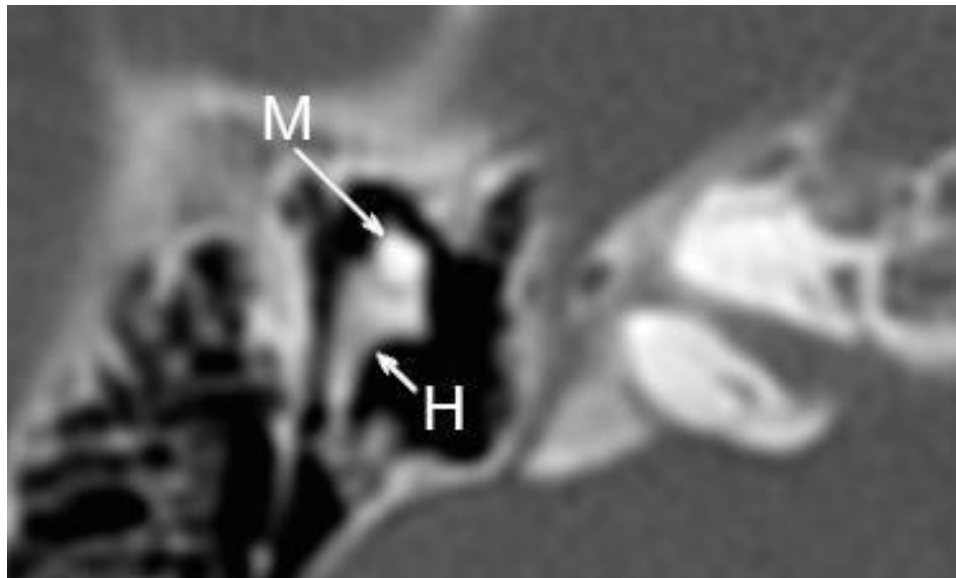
МСКТ височной кости при тотальной аплазии лабиринта: все структурные образования внутреннего уха (улитка, преддверие, полукружные каналы, водопроводы преддверия и улитки) не определяются. Слуховые косточки — молоточек (М) и наковальня (Н) — сохранены, имеют типичную конфигурацию (указаны стрелками)
